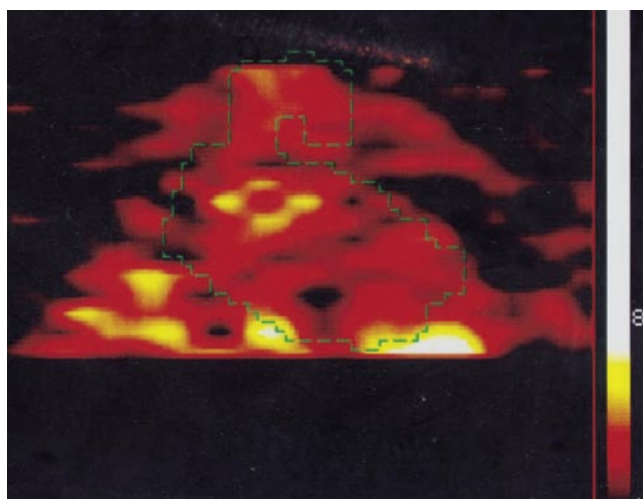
Томосцинтиграмма сердца с ^{99m}Tc -аутолейкоцитами больного с протезом аортального клапана. Очаги гиперфиксации радиофармпрепарата в проекции протеза АК
